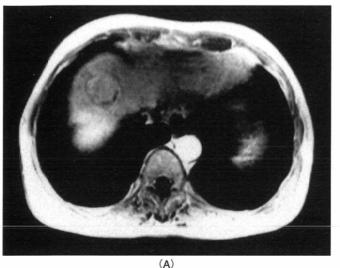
A: Dynamic MR image shows an enhanced tumor before TAE. B: Dynamic MR image shows no contrast enhancement in the tumor after TAE.
